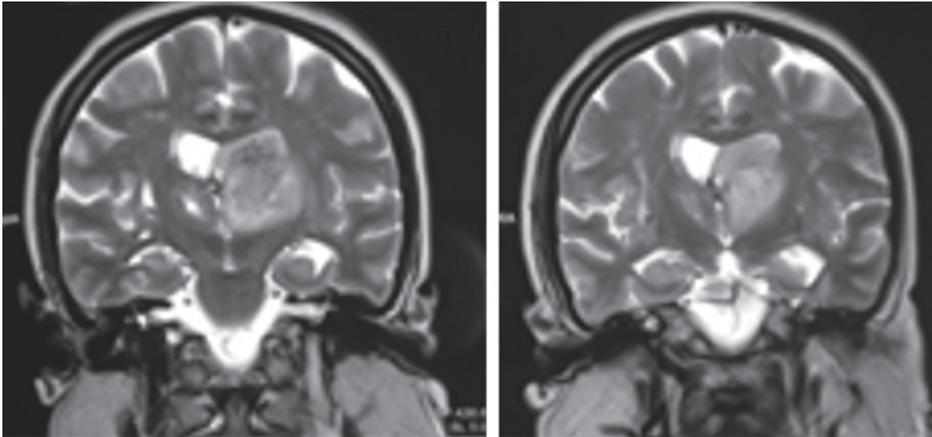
Imágenes obtenidas por resonancia magnética de una hemorragia intracerebral espontánea de topografía ganglio basal interna izquierda realizada a una paciente con obesidad mórbida.
